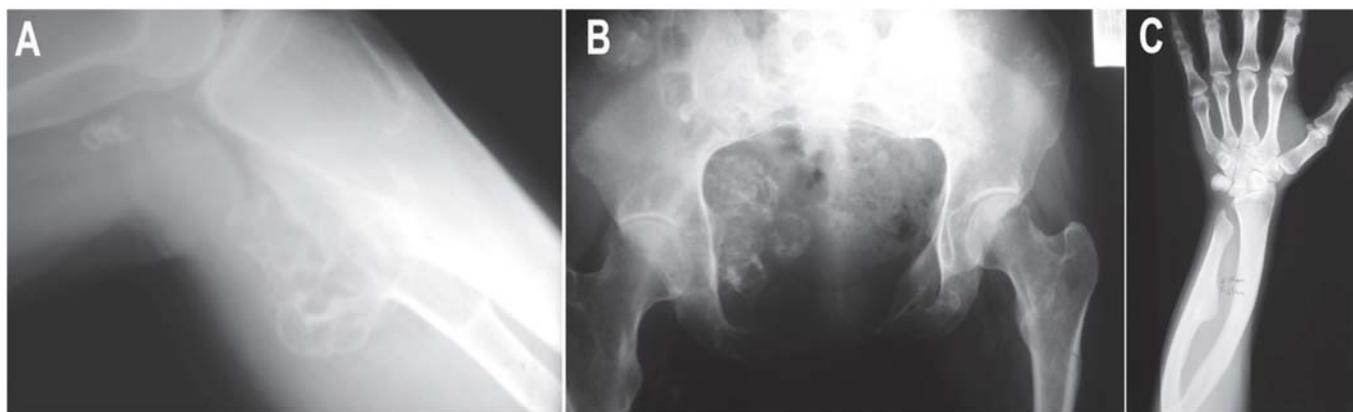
Radiographs demonstrating multiple osteochondromas at the tibia and fibula: next to the knee (Fig. 1-A), at the pelvis and proximal part of the femur (Fig. 1-B), and at the radius and ulna (Fig. 1-C).
